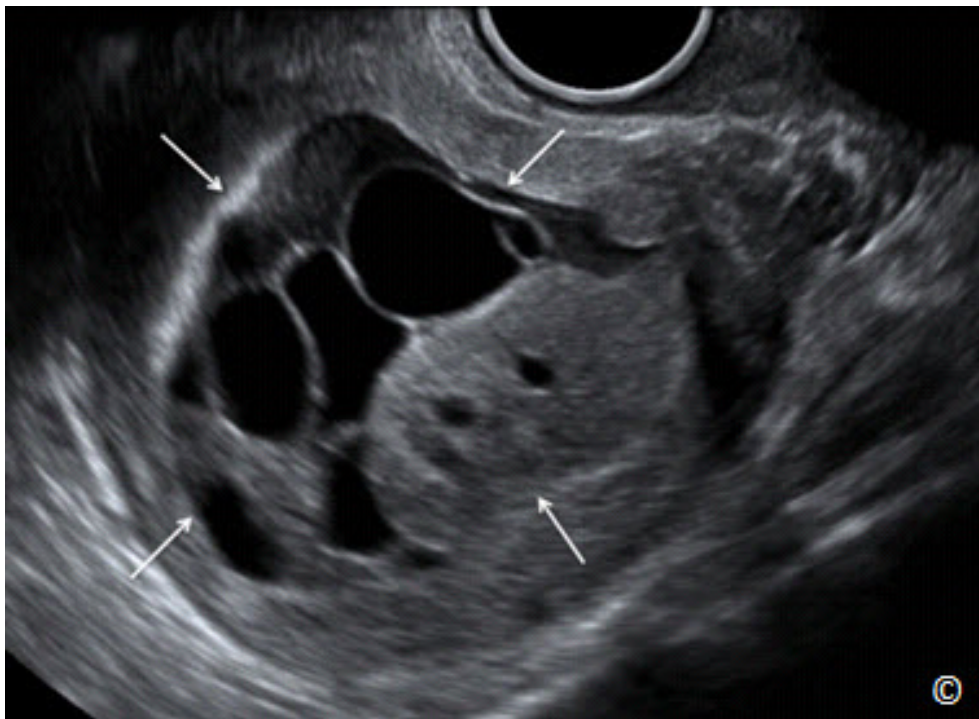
Ultrasonido transvaginal de un plano parasagital del útero de una paciente con una masa uterina. Observe la presencia de una masa compleja (flechas), que era un sarcoma del estroma uterino en la evaluación patológica.
